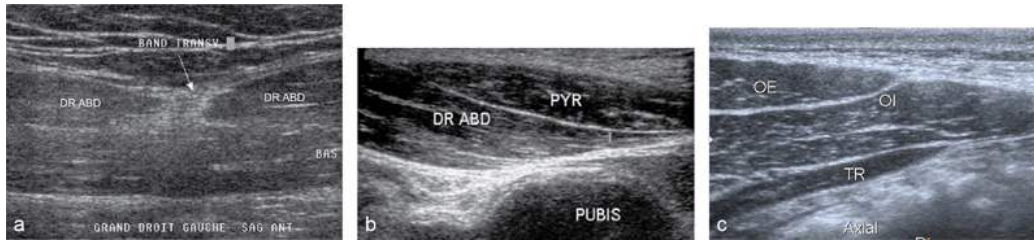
Aspect échographique de la paroi musculaire antérieure.
